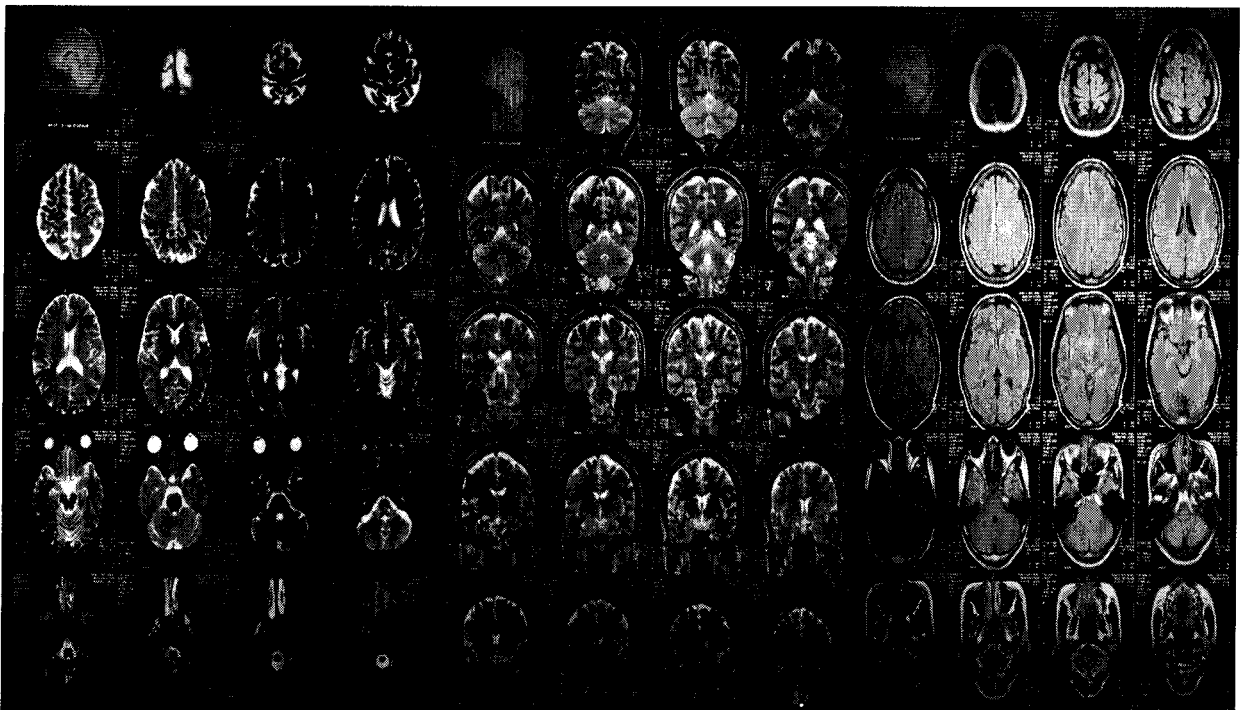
Axial T₂-weighted and FLAIR magnetic resonance imaging scan demonstrate non specific findings except mild brain atrophy.
